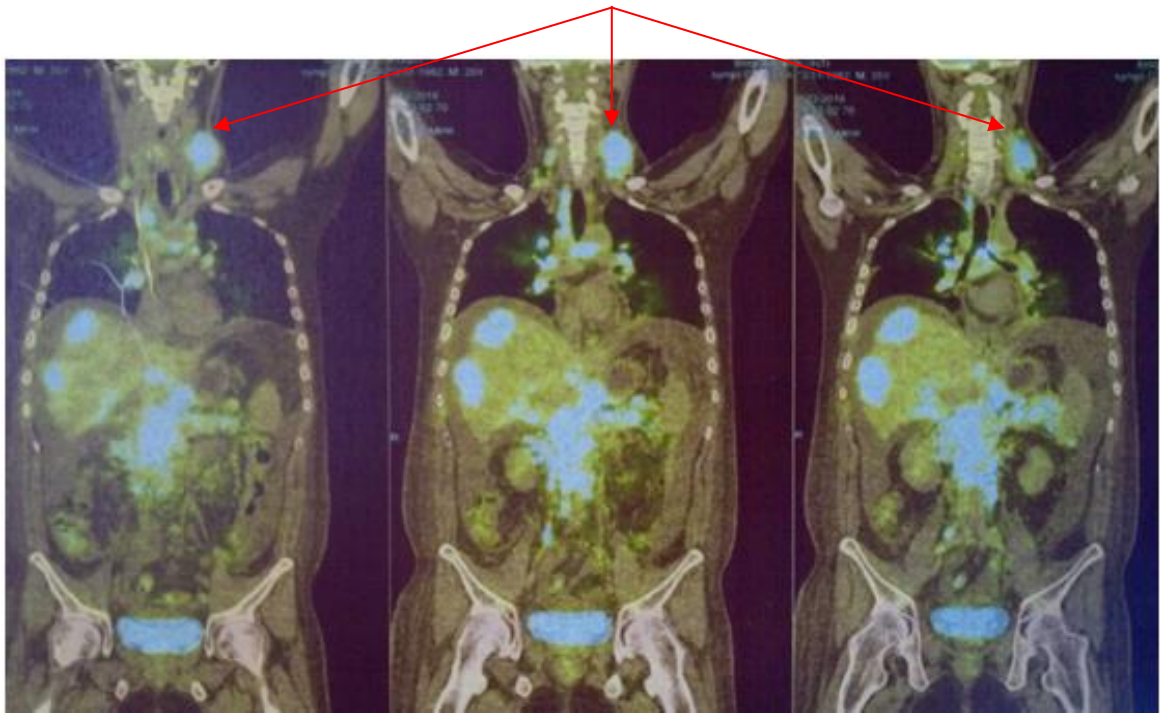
Метастаз Вирхова – указан стрелкой (ПЭТ – изображение)
